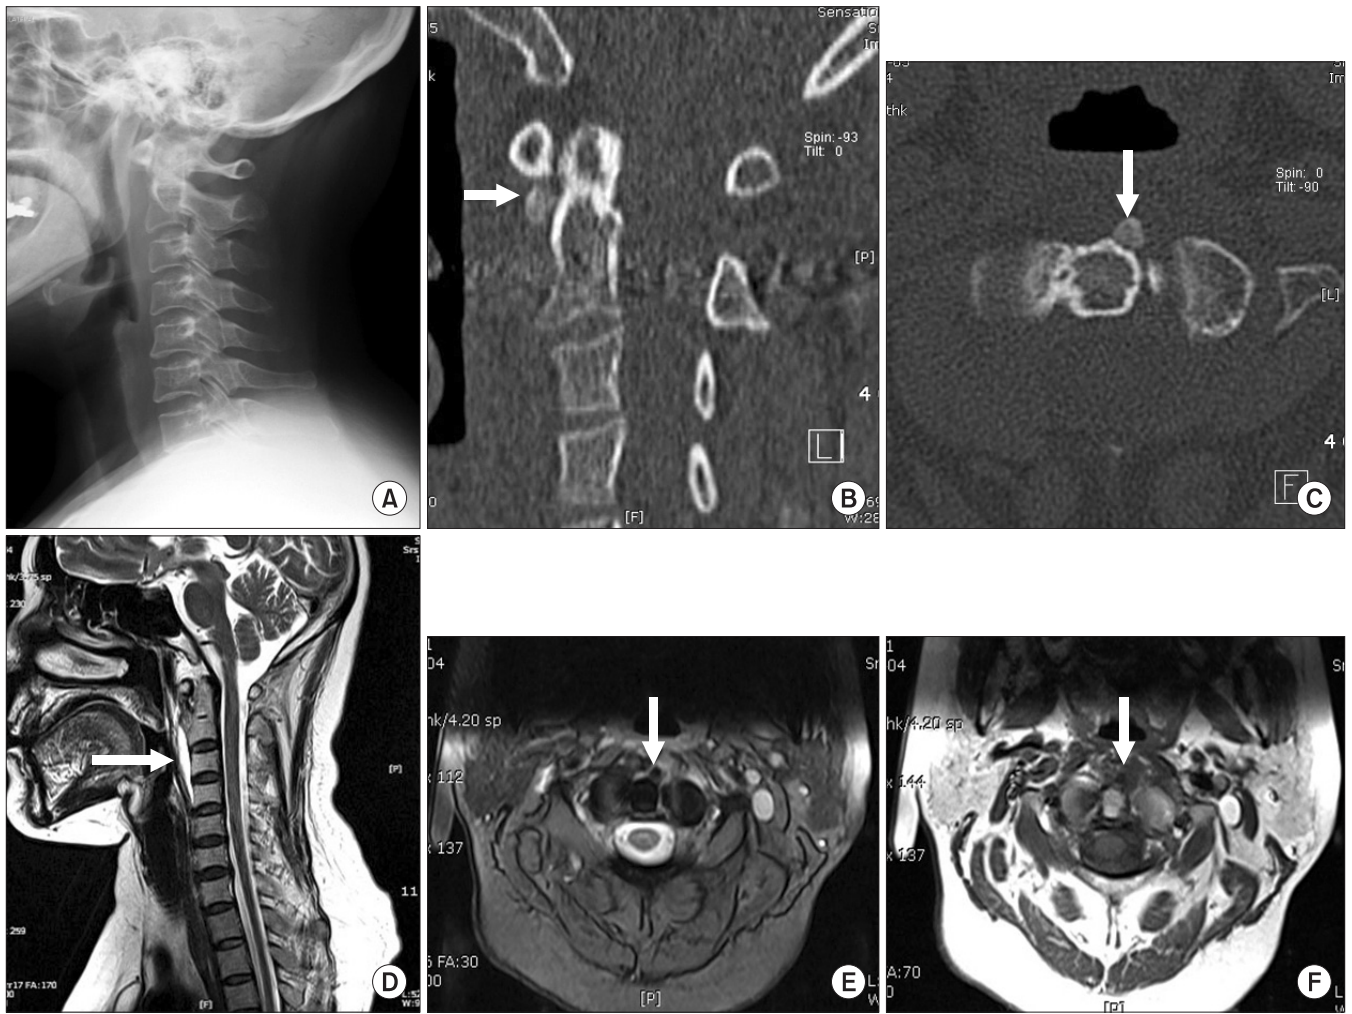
C-spine lateral radiograph (A) shows no abnormality, but sagittal (B) and axial (C) CT images show a calcification (white arrow) on the anterolateral area of C2 odontoid process. Sagittal T2 MRI image (D) shows the high signal intensity (white arrow) on the anterior space of cervical vertebrae from C2 to C4 body, and axial T2 (E) and T1 (F) image show the low signal intensity on the anterolateral space of C2 vertebra (white arrows).
